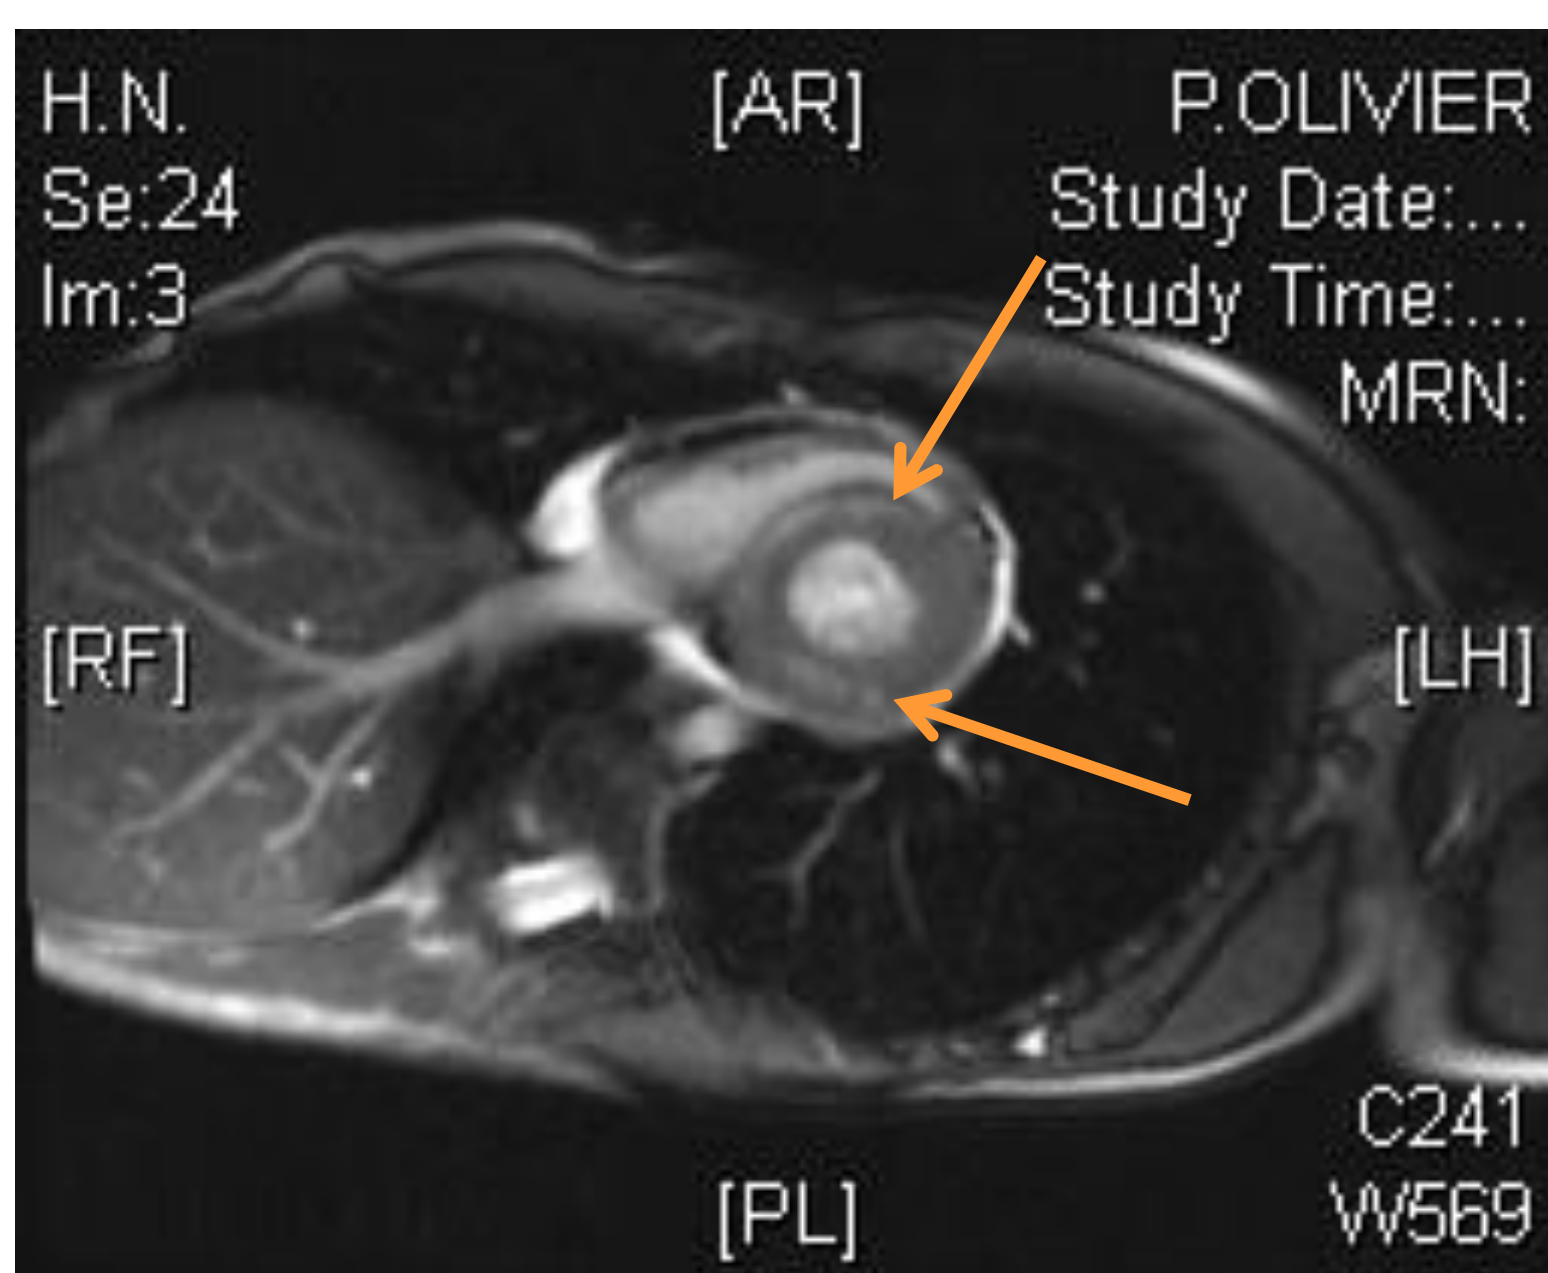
IRM cardiaque séquence T2.
